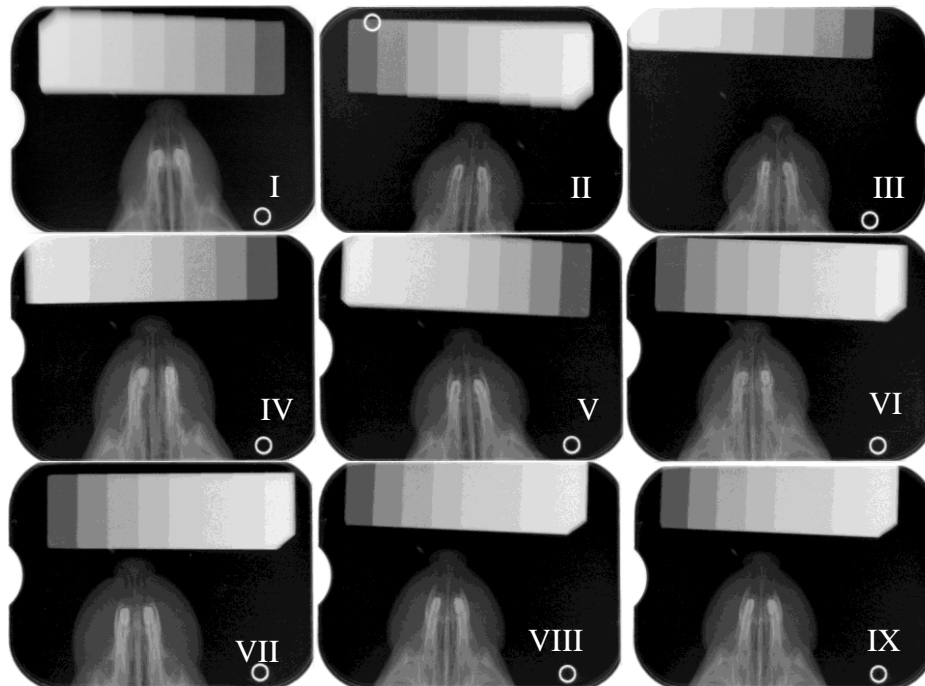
Radiografias de cada grupo. I - Controle. II - DISJ 7d. III - DISJ + L7d. IV - DISJ + LED 7d. V - DISJ 14d. VI - DISJ + L14d1. VII - DISJ+LED 14d1. VIII - DISJ+L14d2. IX - DISJ + LED 14d2 (ROSA, 2014).
